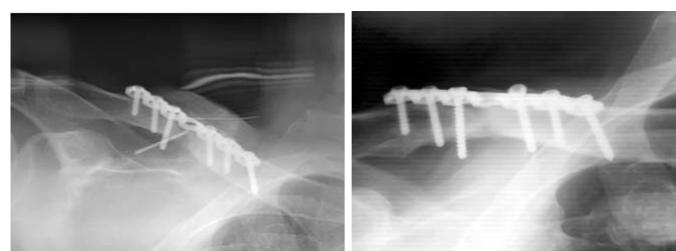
б. Рентгенограмма того же больного через 6 месяцев после введения КоллапАн-геля и 4 месяца после введения концентрированных тромбоцитов. Перелом консолидирован.
